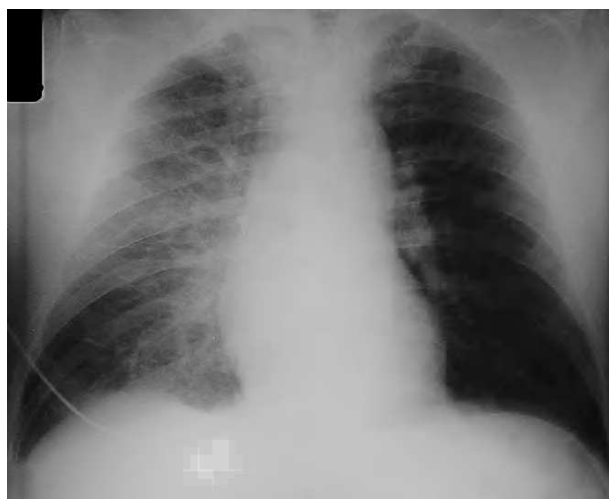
Radiografía de tórax en la que se observa silueta cardíaca normal con un ICT conservado. Existe un infiltrado intersticial predominante en hemitórax derecho, con visualización de la cisura menor y pinzamiento del seno costofrénico derecho.
